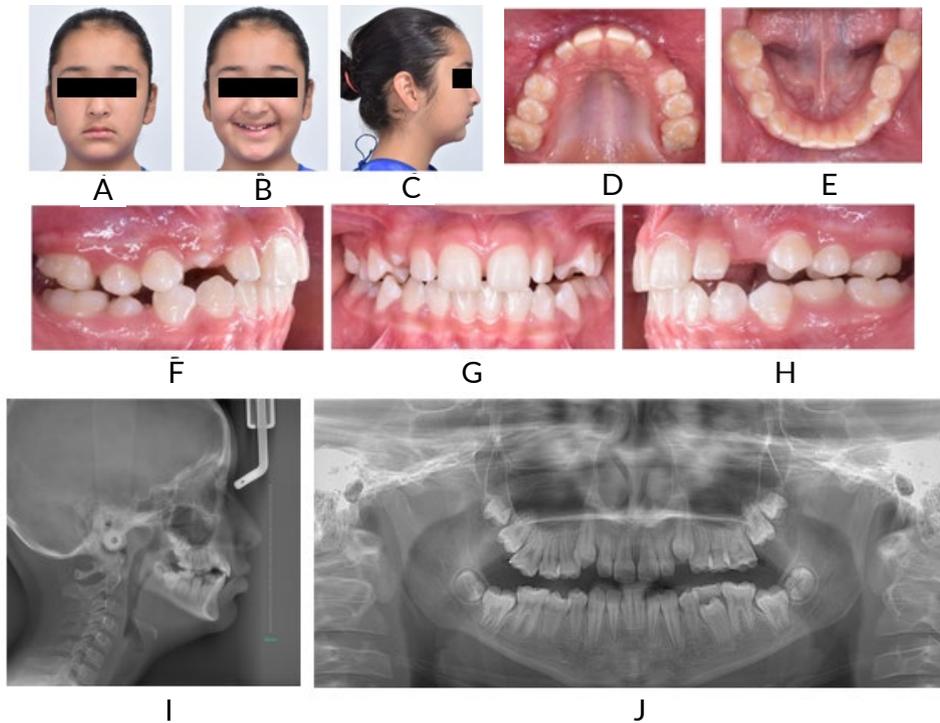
Fotografías intra y extraorales octubre 2022 (10 años): frontal (A), sonrisa (B), perfil derecho (C), oclusal superior (D), oclusal inferior (E), oclusión (F), lateral derecho (G), lateral izquierdo (H), Radiografía cefálica lateral (I), Radiografía panorámica (J)
